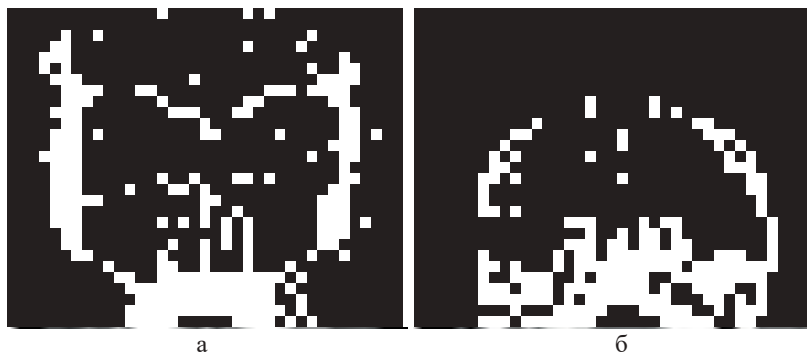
Комп'ютерно-томографічне дослідження носу та навколосинових пазух : а – аксіальний томографічний зріз, б – мультипланарна реконструкція во фронтальній проекції.
